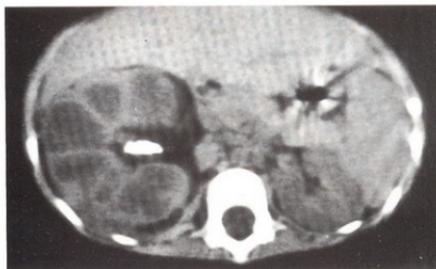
TAC: dilatación de cálices renales derechos e imagen litiasica pielo-calcial.
